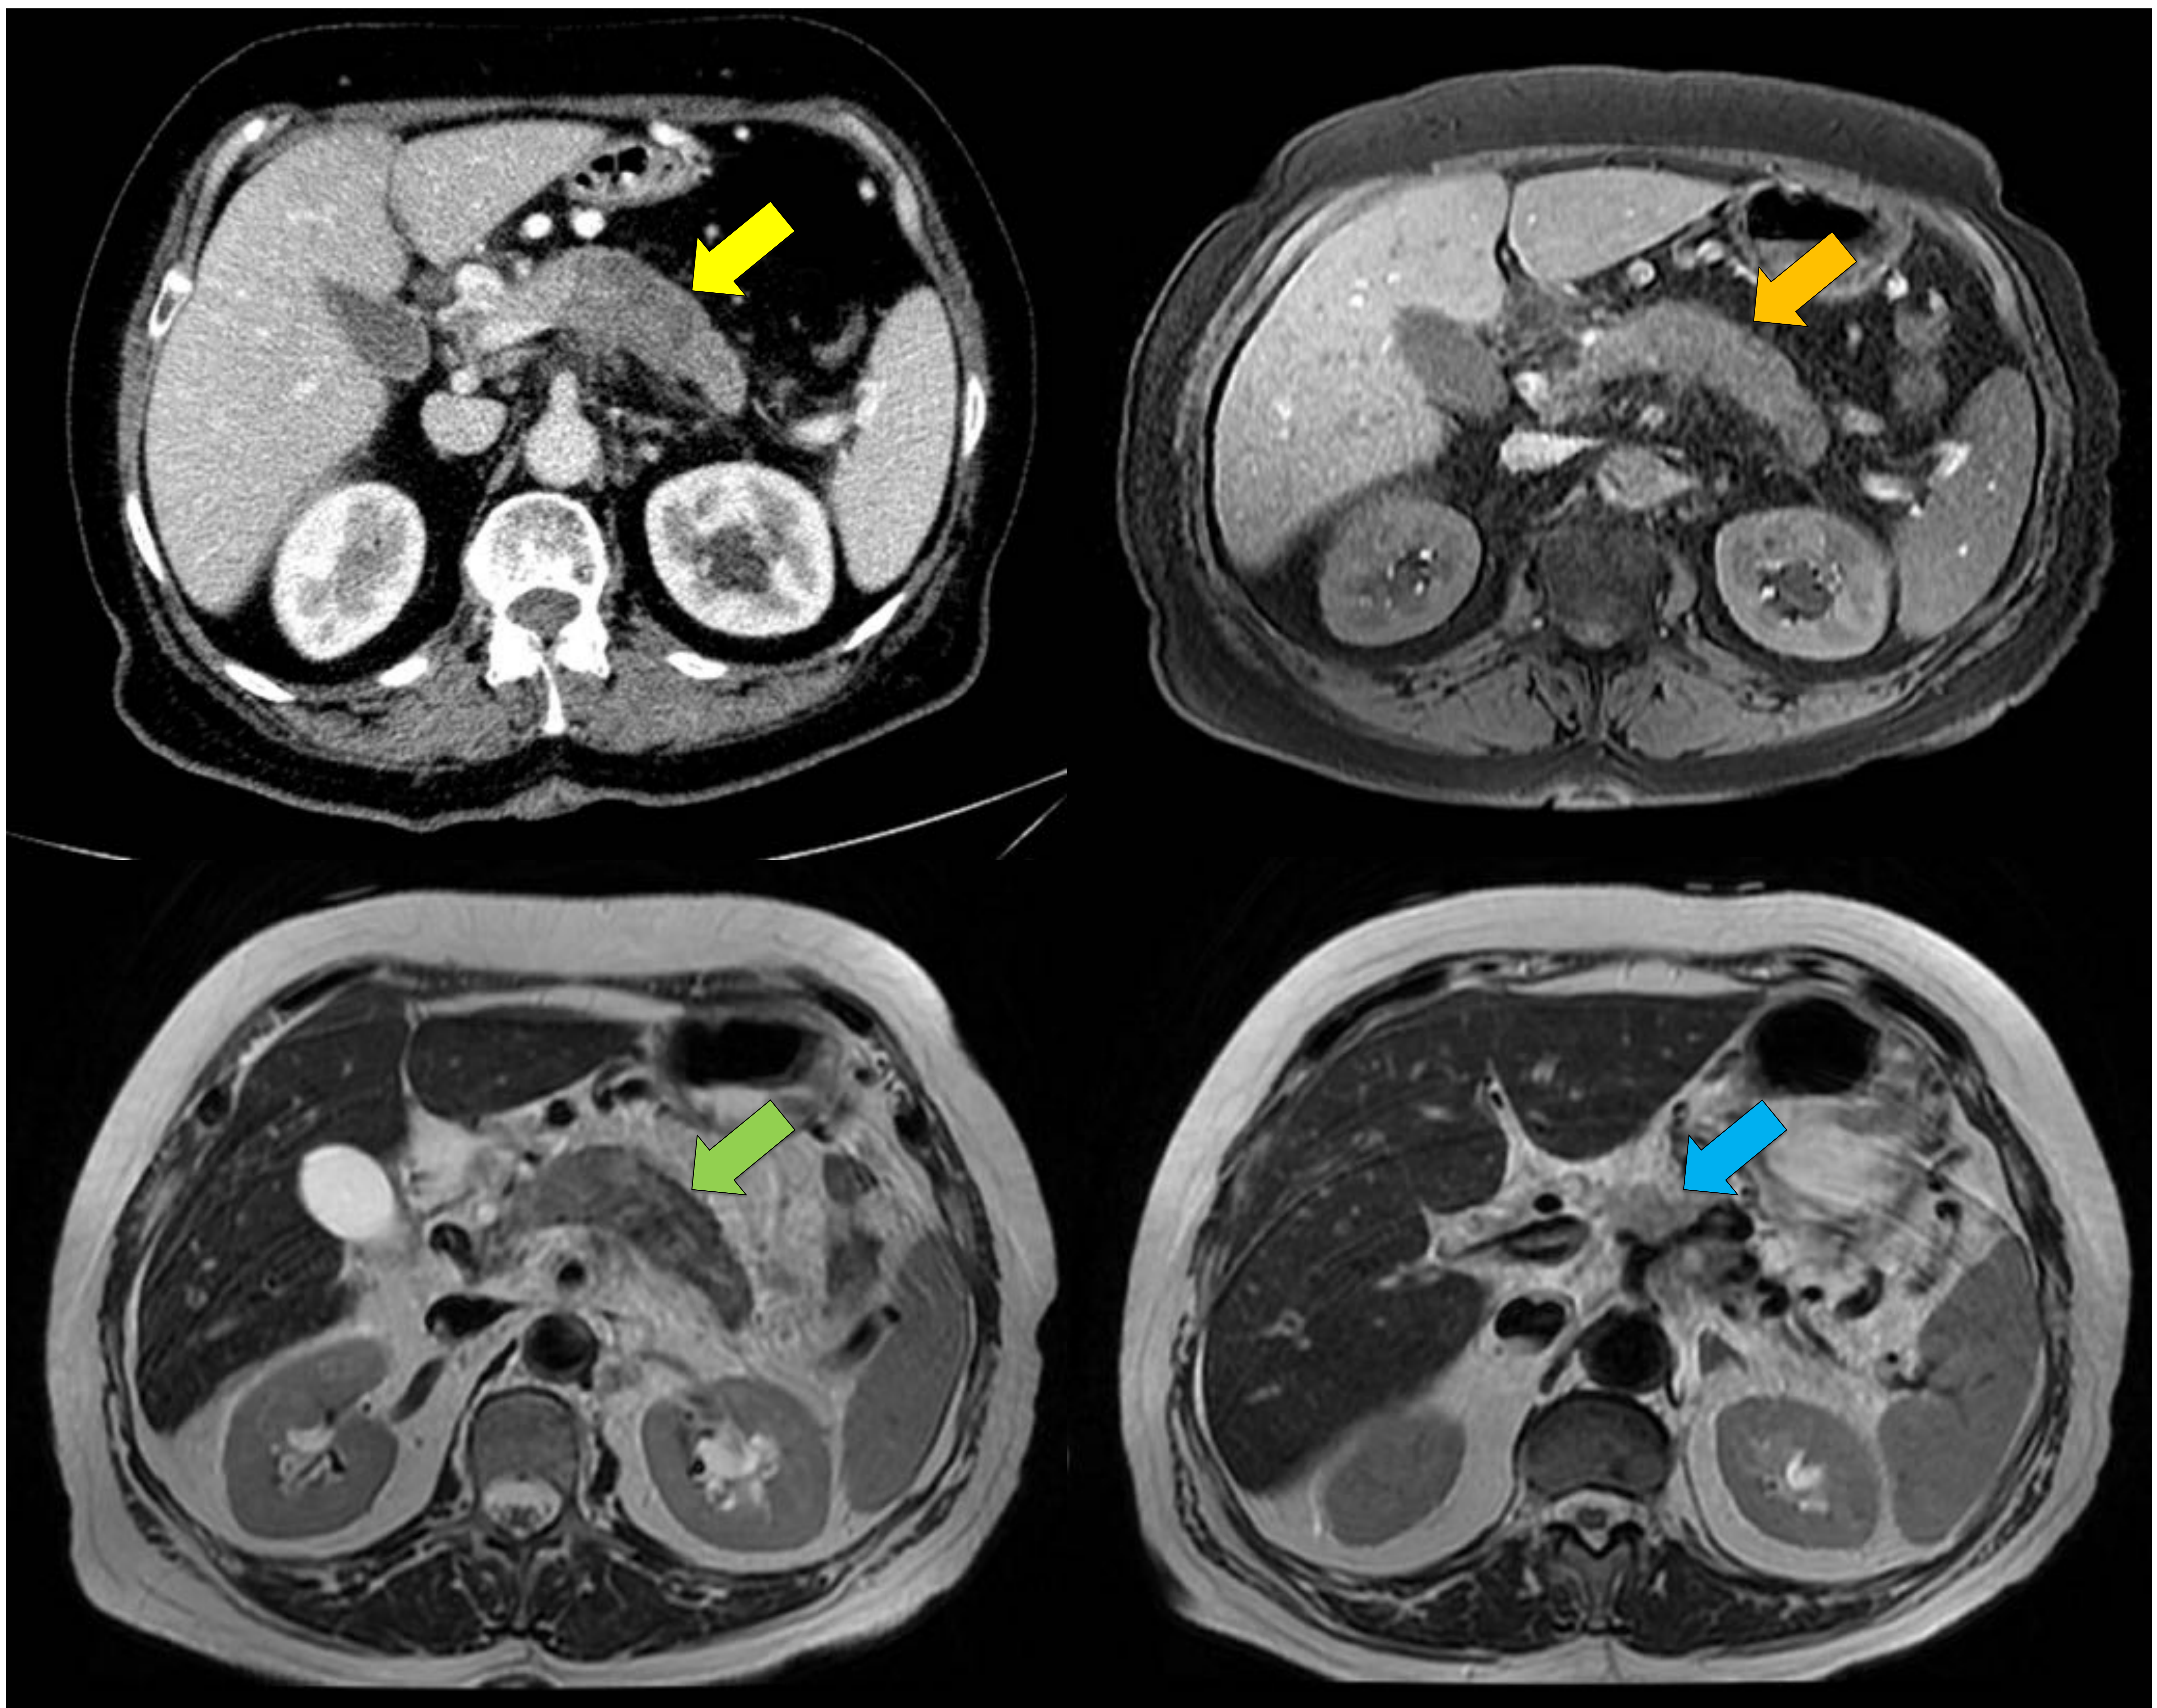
En el TC se observa lesión tumoral hipodensa en cuerpo pancreático (flecha amarilla). En la RM se confirma lesión expansiva en cuerpo con discreta extensión a cola. La lesión se manifiesta de baja señal en FS T1 (flecha naranja) e hipo-isointensa (variable) en T2 (flecha verde). Existe infiltración del tronco celíaco de las ramas esplénica y hepática (flecha celeste). Se biopsia lesión y el resultado fue adenocarcinoma ductal. References: Hospital Universitari de Tarragona Joan XXIII/ES.
